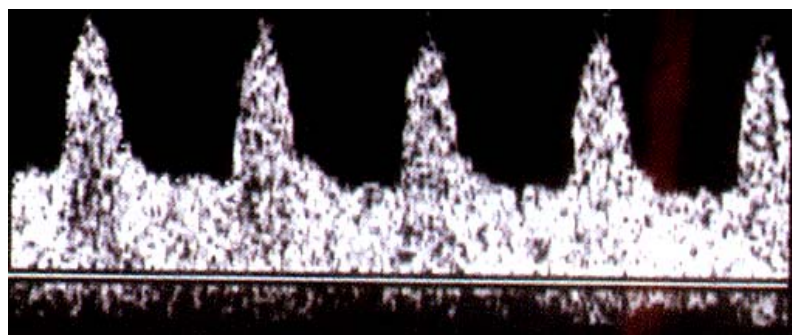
Doppler com aumento do fluxo diastólico em ACM (CF).
